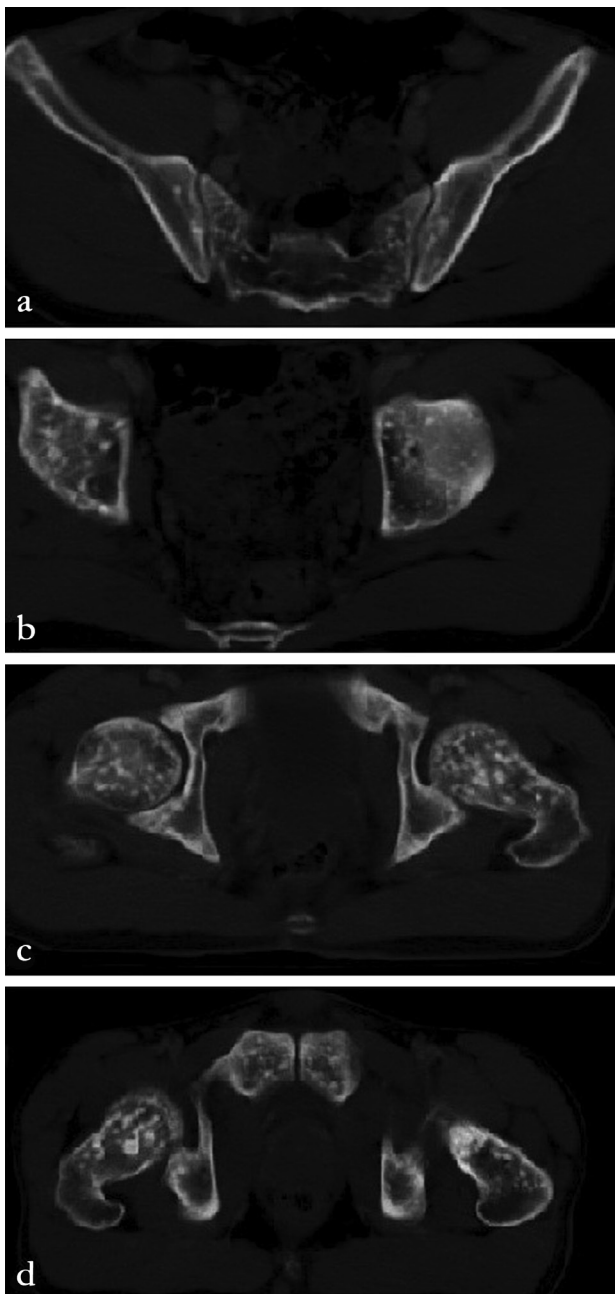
Millimetric, hyperdense sclerotic foci in the sacrum, acetabulum and neck of the femur on axial computerized tomography sections
